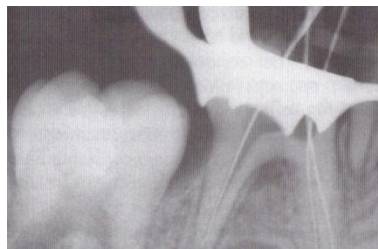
Radiografía de conductometría¹³¹
